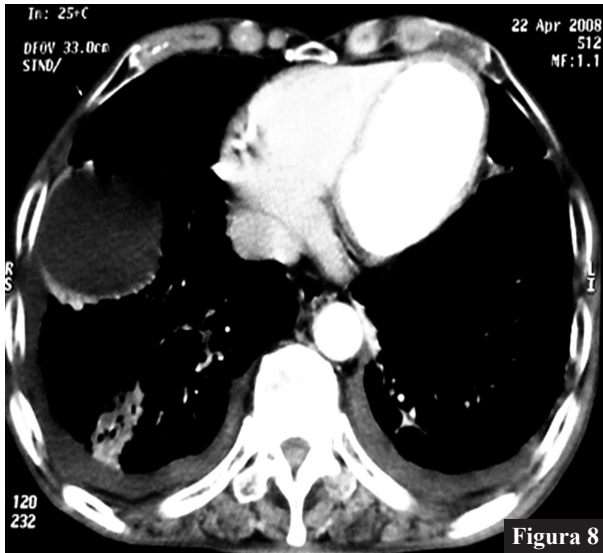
TAC de tórax en corte transversal. Se aprecian las colecciones loculadas en campo pulmonar derecho.
